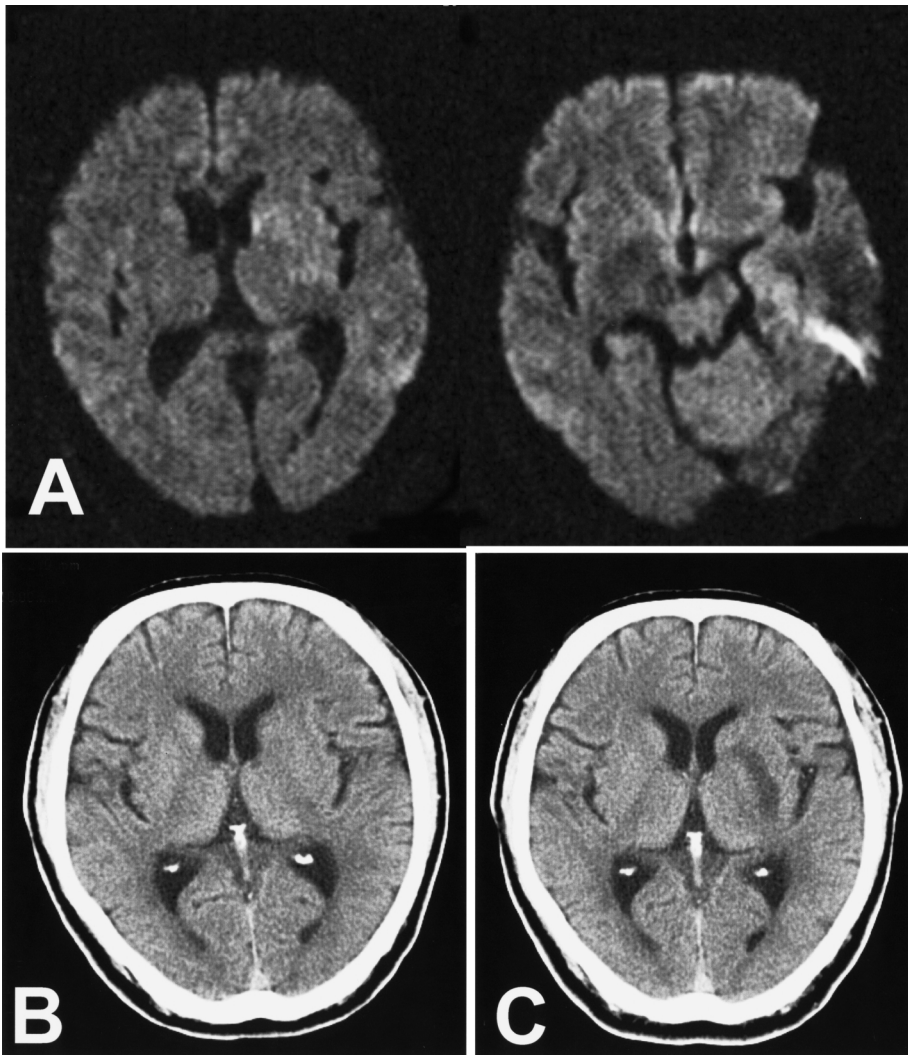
Acute infarction case: There is no early CT sign on CT (B) obtained 1.5 hours after onset. DWI (20 min after CT: A) showed the subtle high intensity area at left basal ganglia. High signal area at left temporal lobe was artifact. CT (2 day later: C) showed the low density area at left putamen. Note: Left insular cortex did not involve the infarction, although DWI showed slight hyper intensity.
